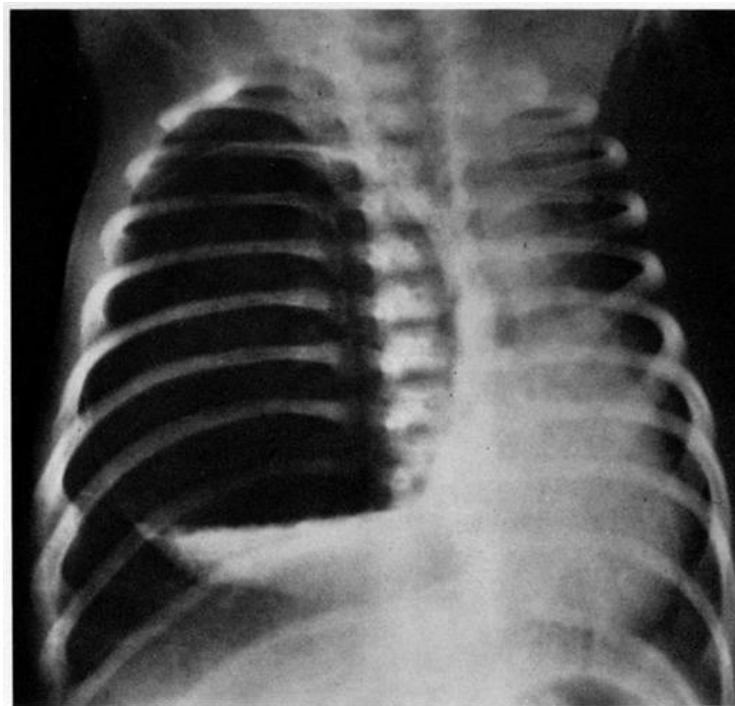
kyste bronchogénique communiquant avec les voies aériennes. La radiographie de face montre une hyperclarté localisée circonscrite de l'hémithorax droit avec niveau hydro-aérique et un refoulement de la silhouette cardio-médiastinale vers la gauche [23].
